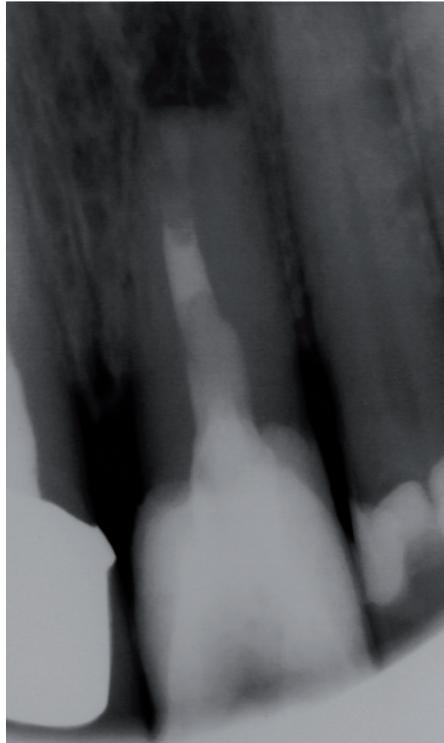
Kontrollröntgenbild nach Wurzelspitzenresektion und retrogradem Verschluss mit Biodentine™.
